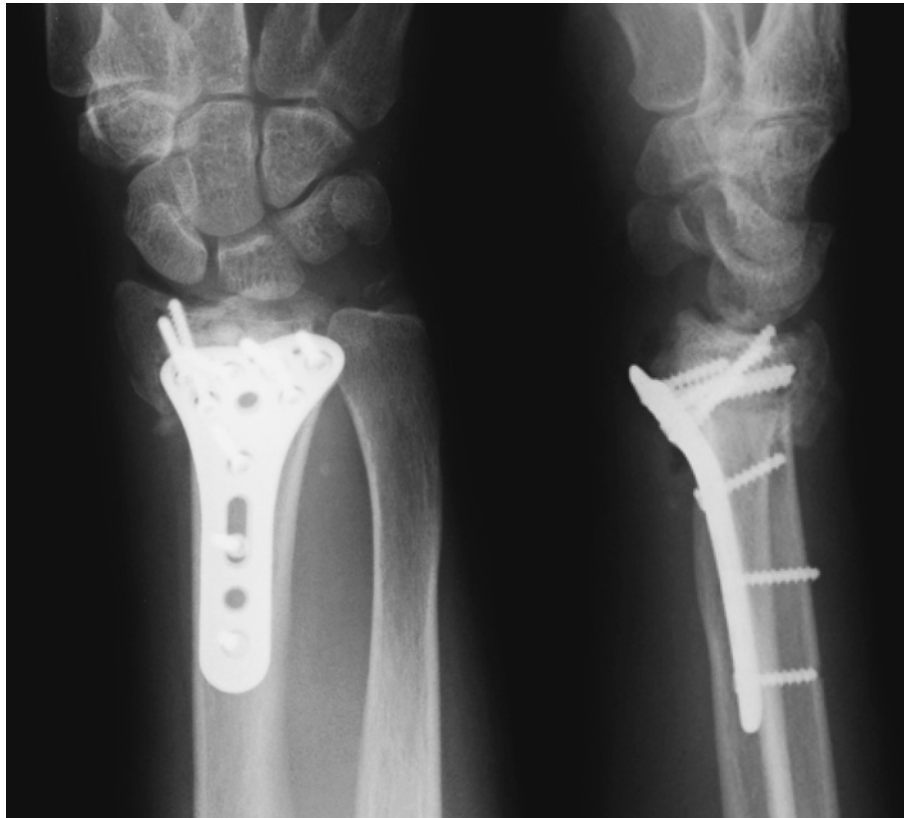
症例1. 術直後単純X線 整復は十分でなく、橈背屈変形が残存している
